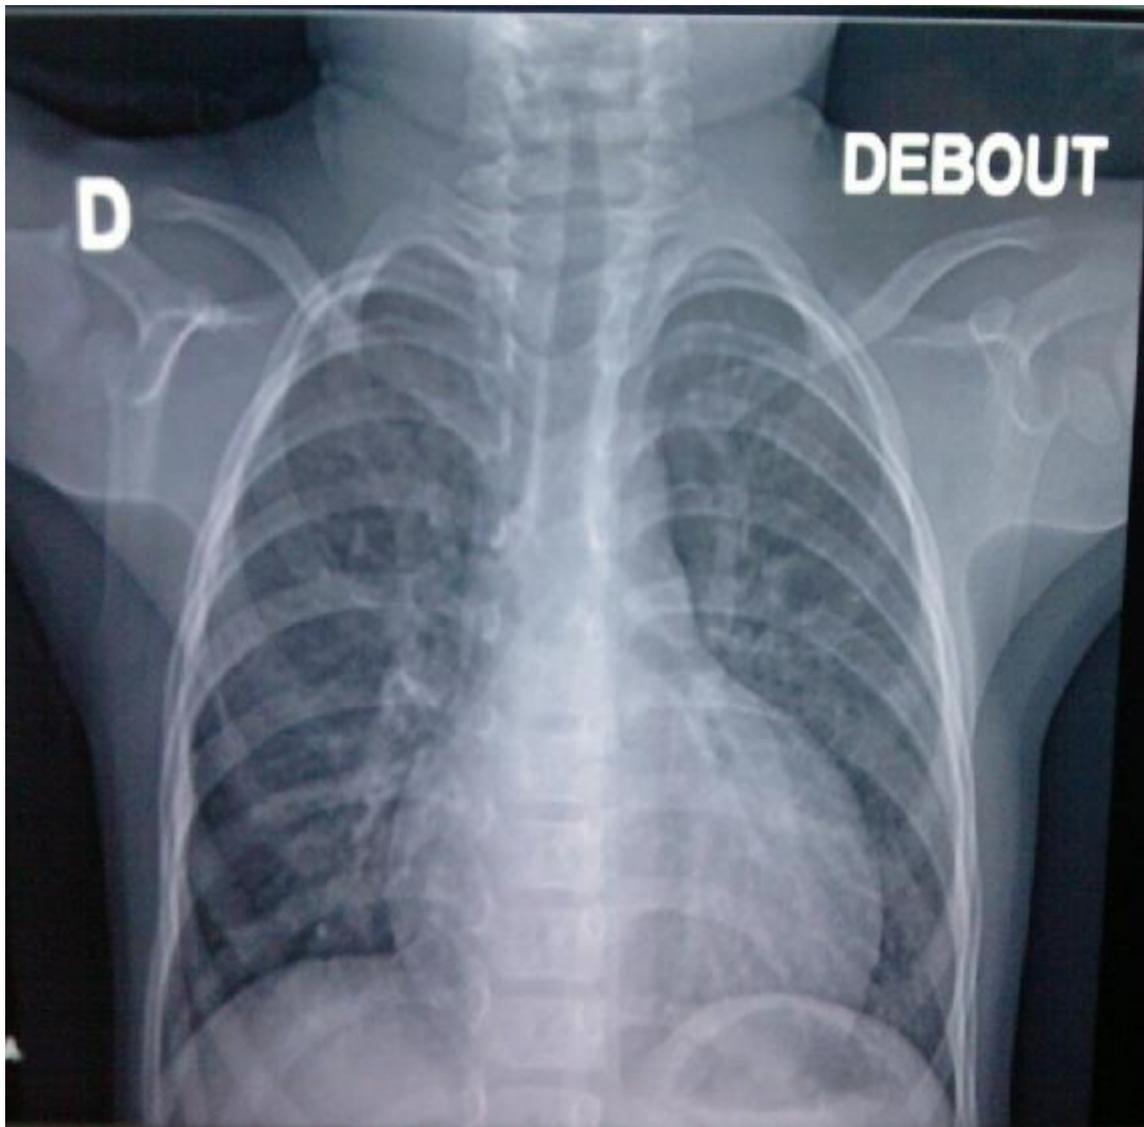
Radiographie thoracique numérisée de face.
